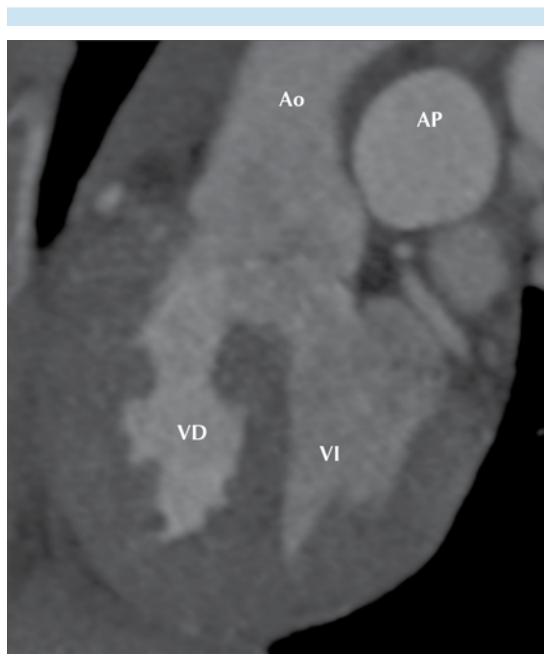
Tomografía cardíaca: falta de permeabilidad de la válvula pulmonar. La atenuación por contraste de la arteria pulmonar se produjo a través de un conducto arterioso permeable.
